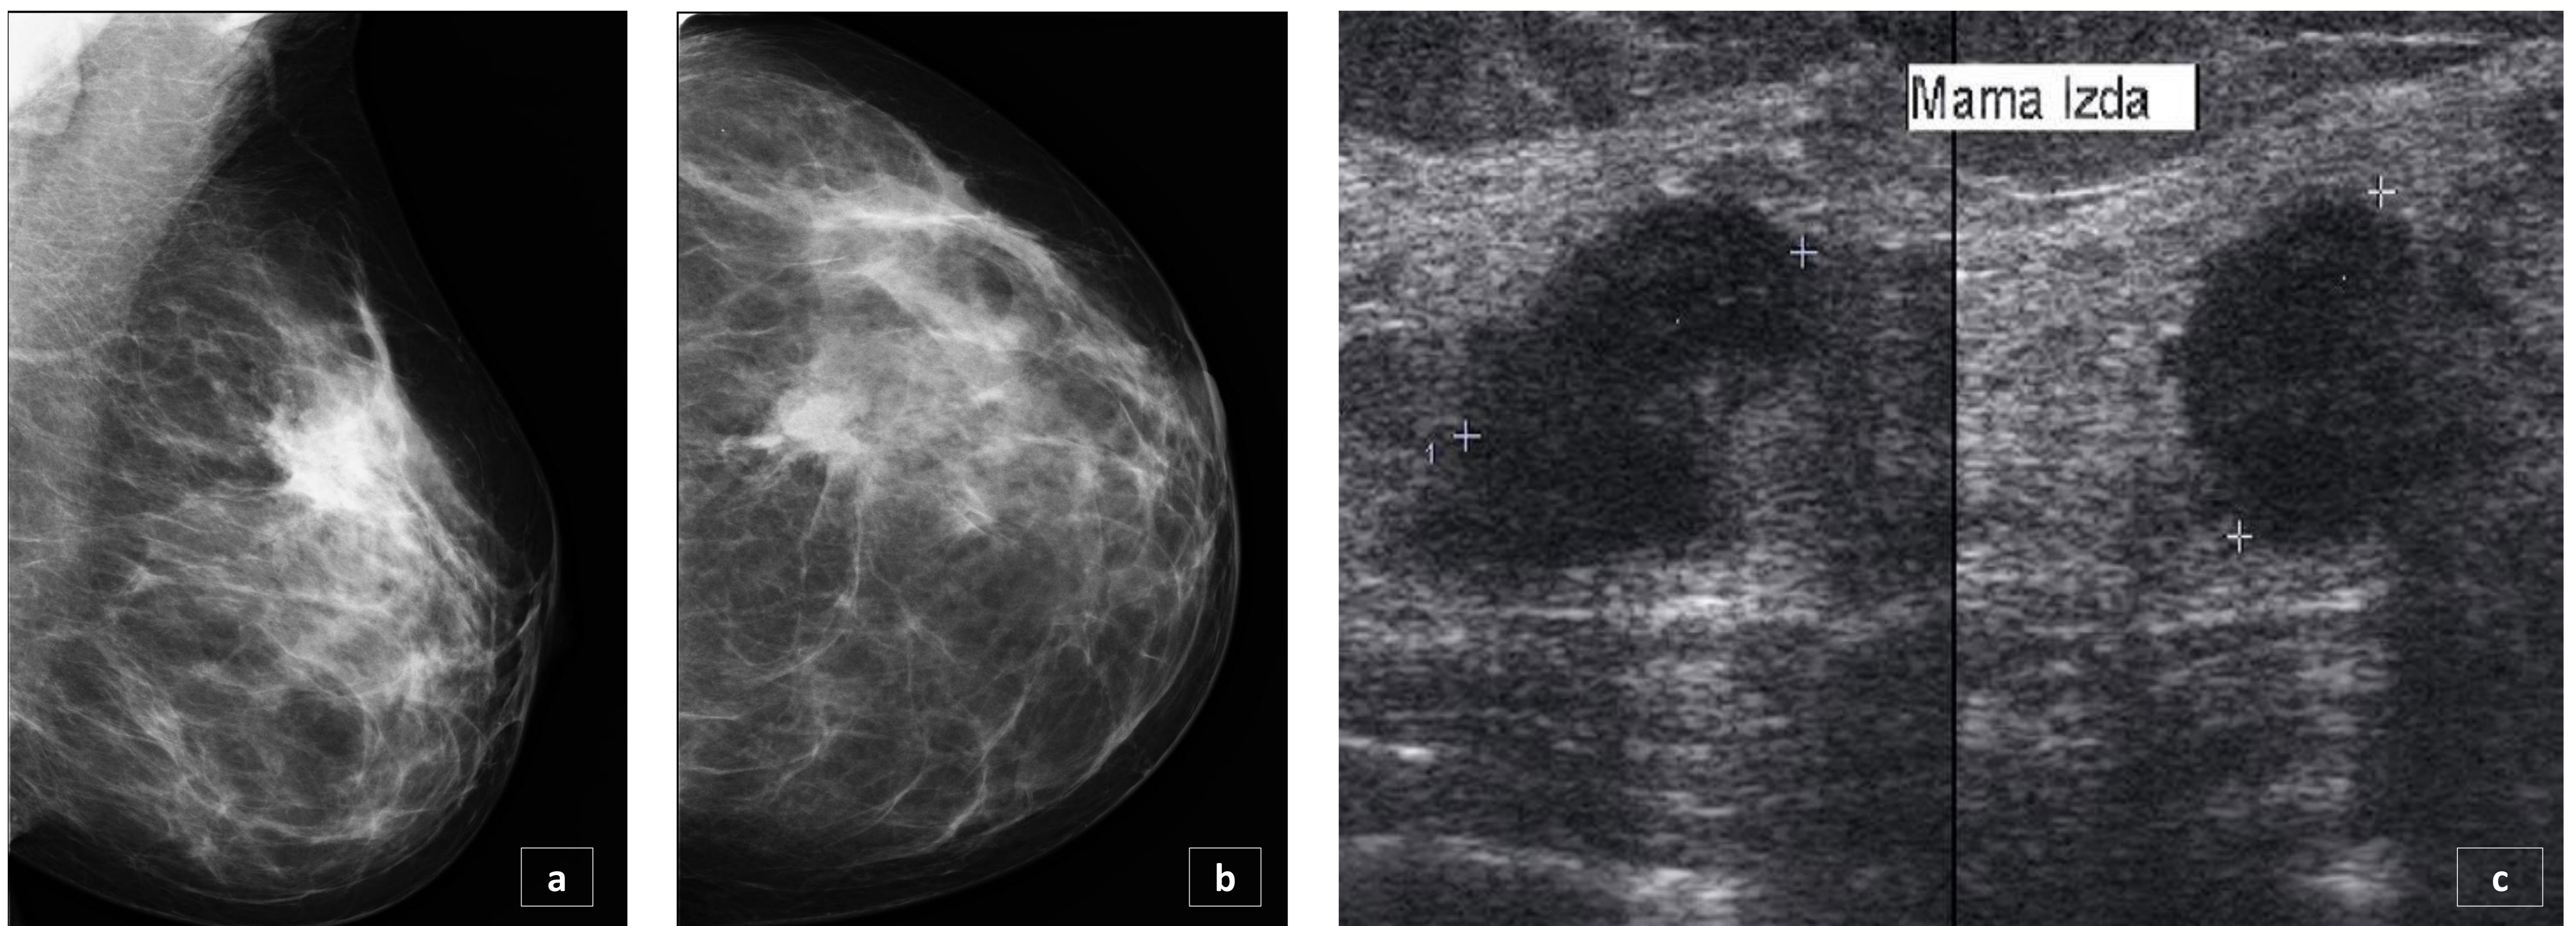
Mujer de 39 años que presenta un *nódulo palpable* en unión de cuadrantes externos de la mama izquierda. El estudio con *mamografía* demostró unas mamas de *densidad fibroglandular parcheada* (BIRADS B) identificando un *nódulo espiculado* de 22 mm en unión de cuadrantes superiores de la mama izquierda. Se completó el estudio con *ecografía* visualizando un *nódulo hipocogénico* de bordes imprecisos concordante con el *nódulo* descrito en la *mamografía* (categoría BIRADS 5). Se realizó *BAG guiada por ecografía* y se remitieron tres cilindros para estudio anatomopatológico, que demostró un *carcinoma ductal infiltrante triple negativo*.
